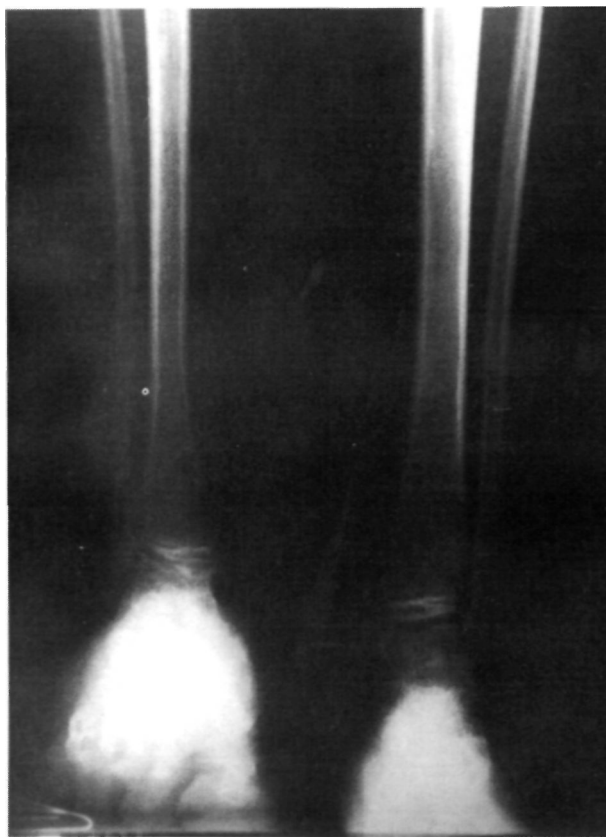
Radiografía anteroposterior de ambos tobillos; nótese la disimetría y la diferente densidad del astrágalo en ambos lados.
